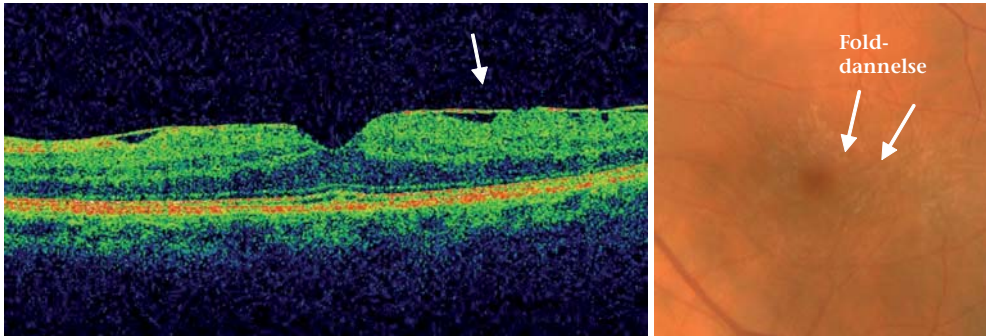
Optisk kohærenstomografi (venstre) og fundusfoto (højre) af epiretinal membran med traktion og forvriddning af den retinale overflade og fotoreceptorer, visus 0,7.
